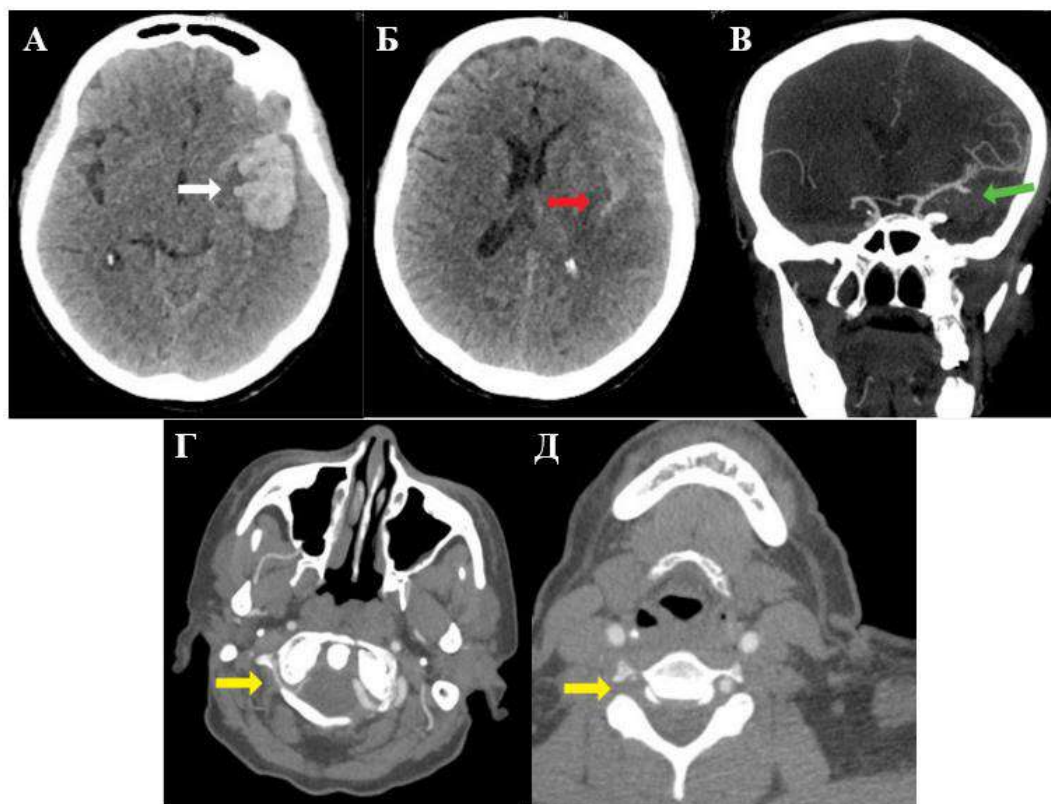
Пациентка с нСАК, 63 года. А-Б: нативная КТ, кровь внутри паренхимы левой височной доли (белая стрелка), в бороздах левого полушария (красная стрелка). В-Д: КТА БЦА, аневризма левой средней мозговой артерии (зеленая стрелка), выраженная гипоплазия правой позвоночной артерии (желтые стрелки)
